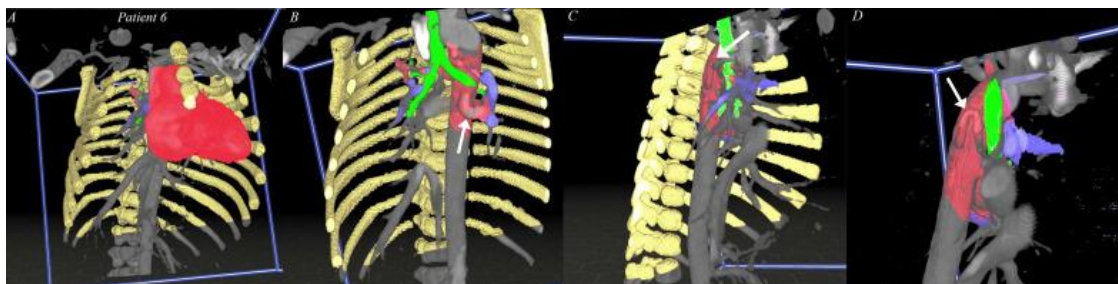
Visualização de reconstruções 3D, num ambiente de realidade virtual (VR), de tomografias computadorizadas (TC) segmentadas. (19)
